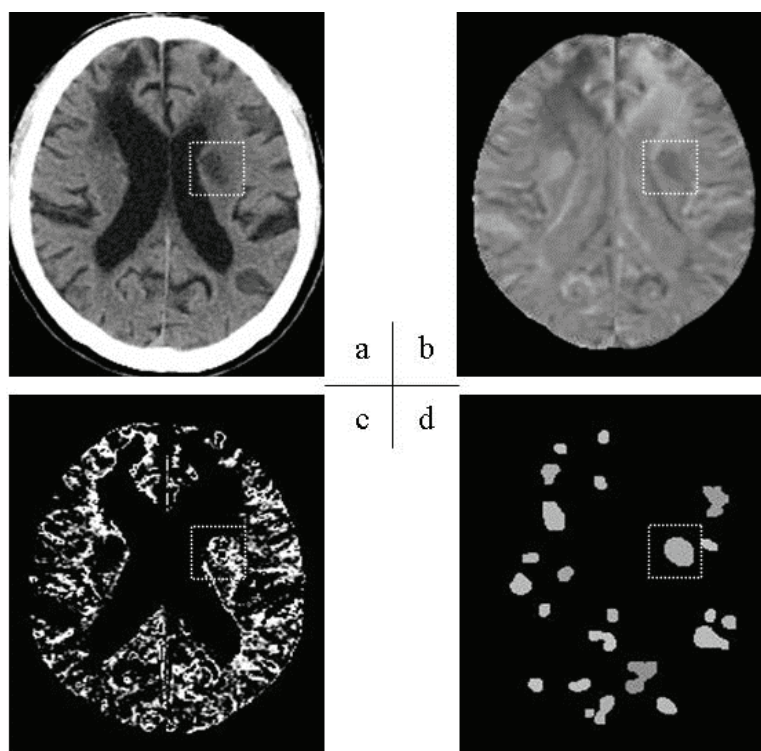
初期抽出に対する超急性期脳梗塞を伴った 2 次元画像の一例. (a) 回転・移動補正を施した CT 体積データ, (b) 対側性体積差分データ, (c) 多重しきい値処理を施した体積データ, (d) 超急性期脳梗塞の初期候補陰影.
